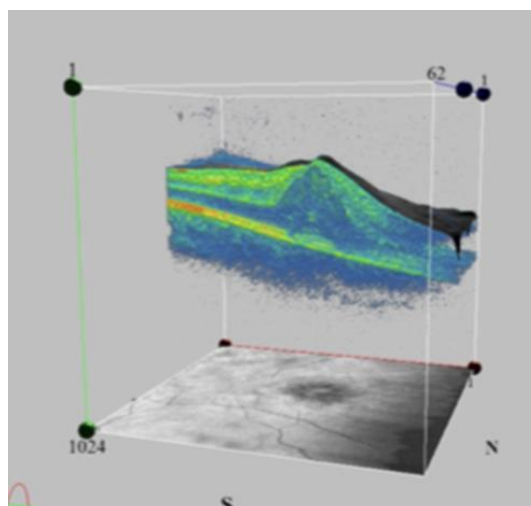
Оптическая компьютерная томография 3D-визуализация макулярной области левого глаза перед началом лечения
